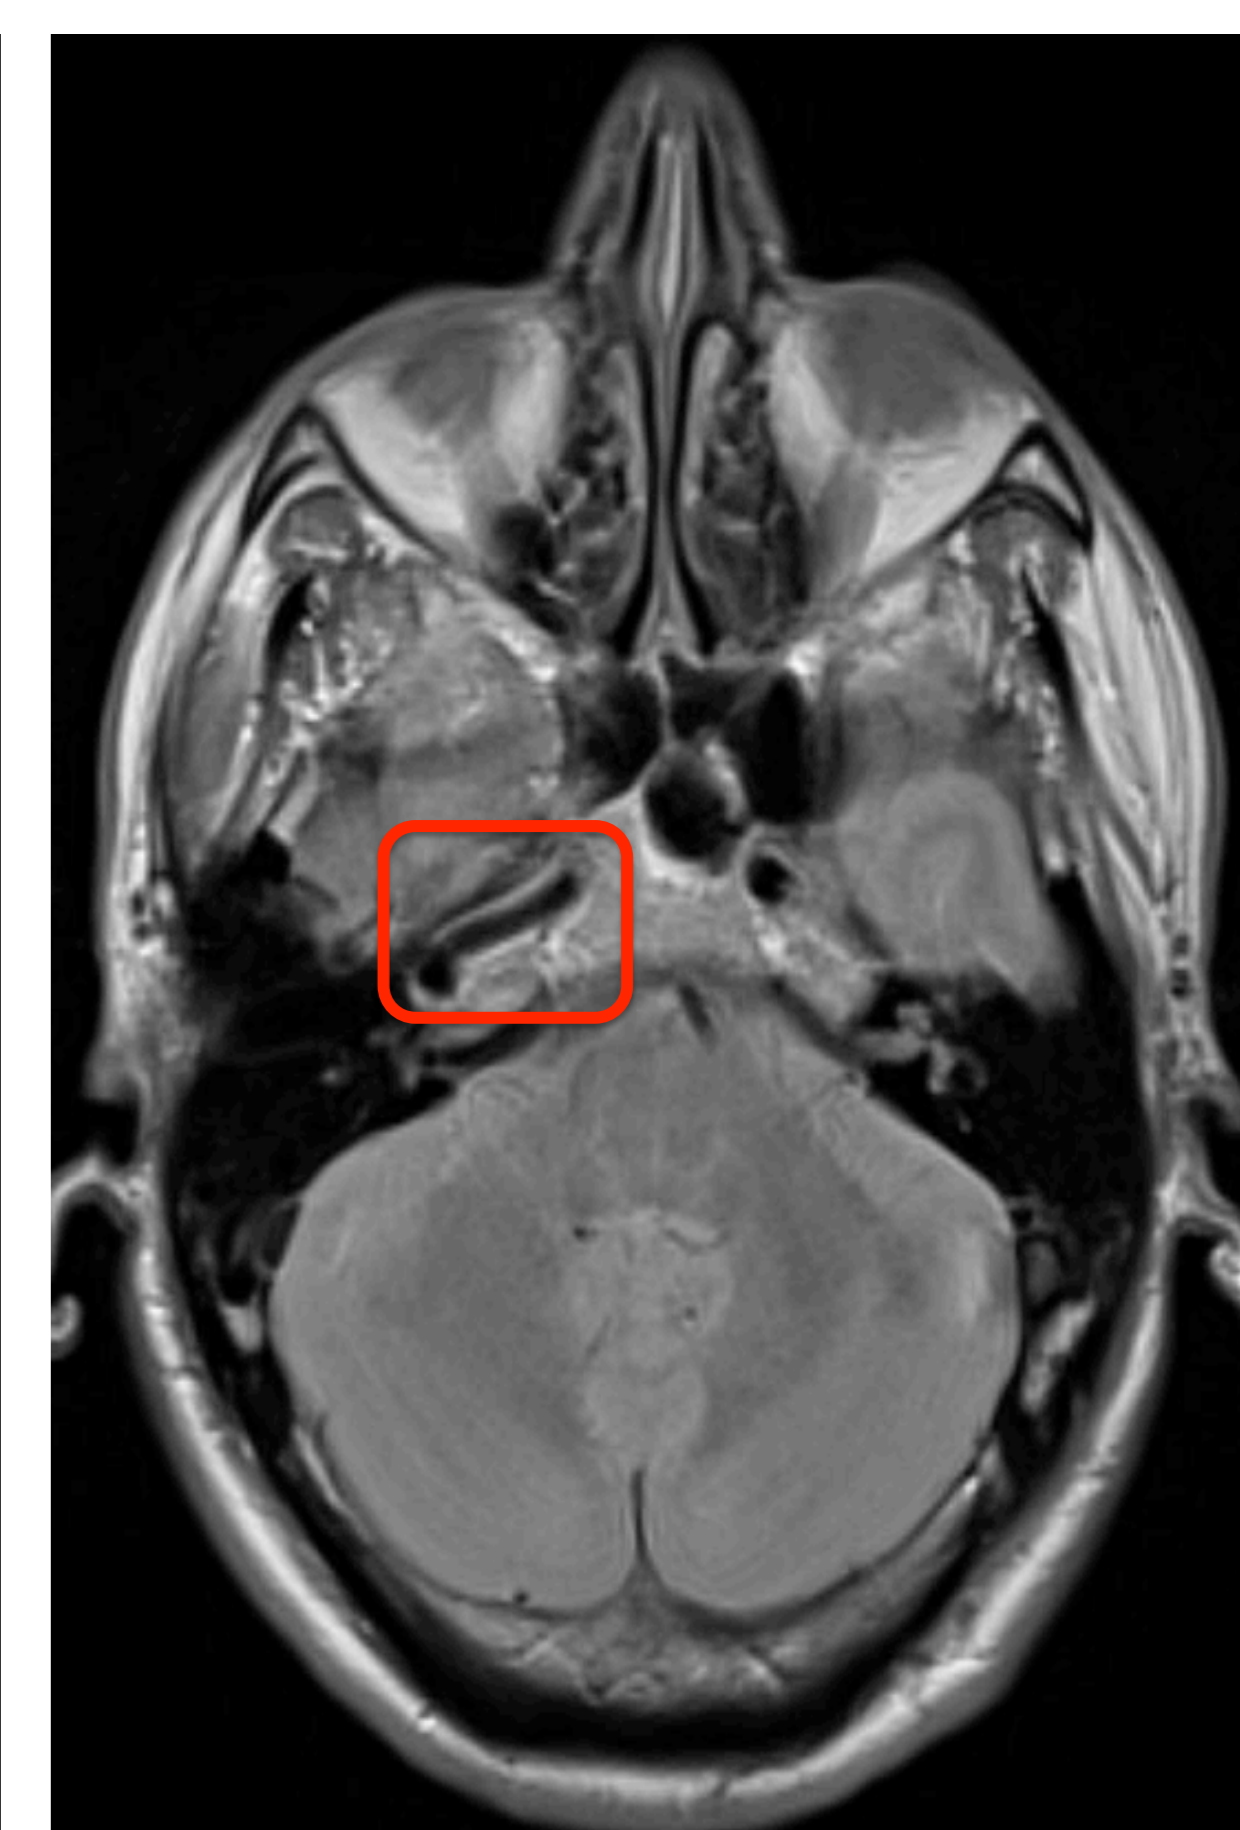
RM T2 - Corte axial da dissecção na porção horizontal da carótida interna direita.
